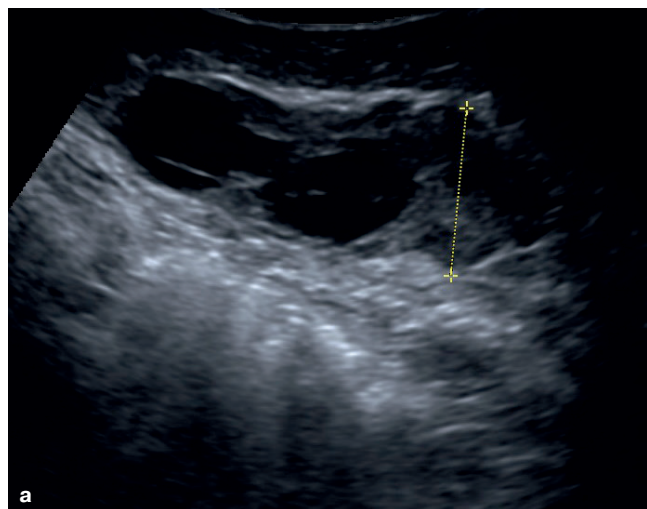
а) Ультразвуковая томограмма мягких тканей передней брюшной стенки пациентки В. с диагнозом «эндометриальная стромальная саркома низкой степени злокачественности». Визуализируется опухолевый узел неоднородной структуры в проекции подкожной клетчатки; б) в режиме ЭД определяется патологическая васкуляризация опухолевых узлов
